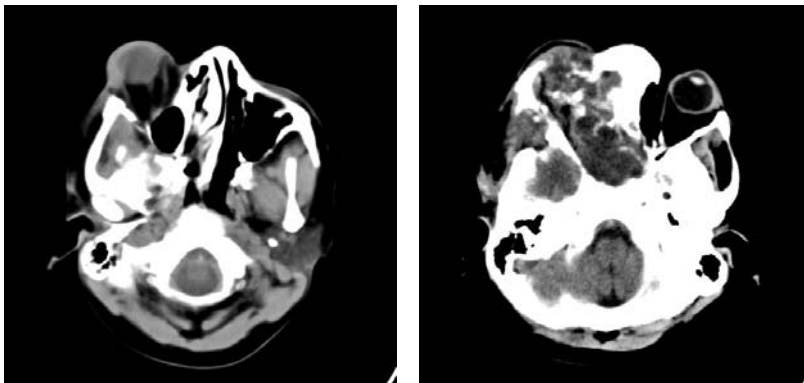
Tomografía axial computarizada
